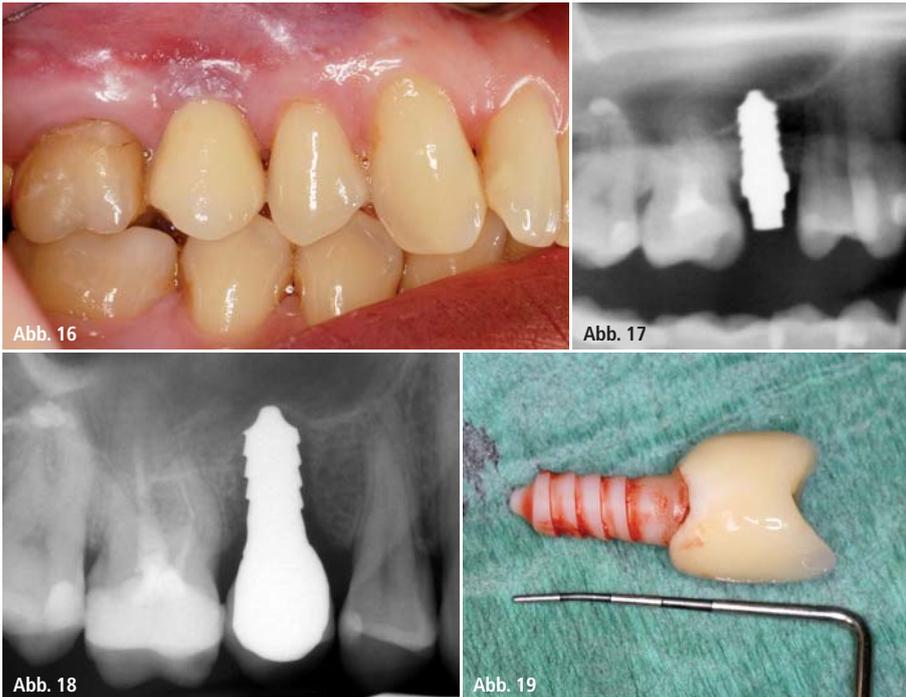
Röntgenkontrolle des Zirkonimplantates 15 nach Eingliederung. – Abb. 17: Klinische Situation am Zirkonimplantat Regio 15 acht Jahre nach Insertion. – Abb. 18: Röntgenologische Situation nach acht Jahren mit Verlust der knöchernen Verbindung. – Abb. 19: Implantat mit Krone nach Entfernung.
